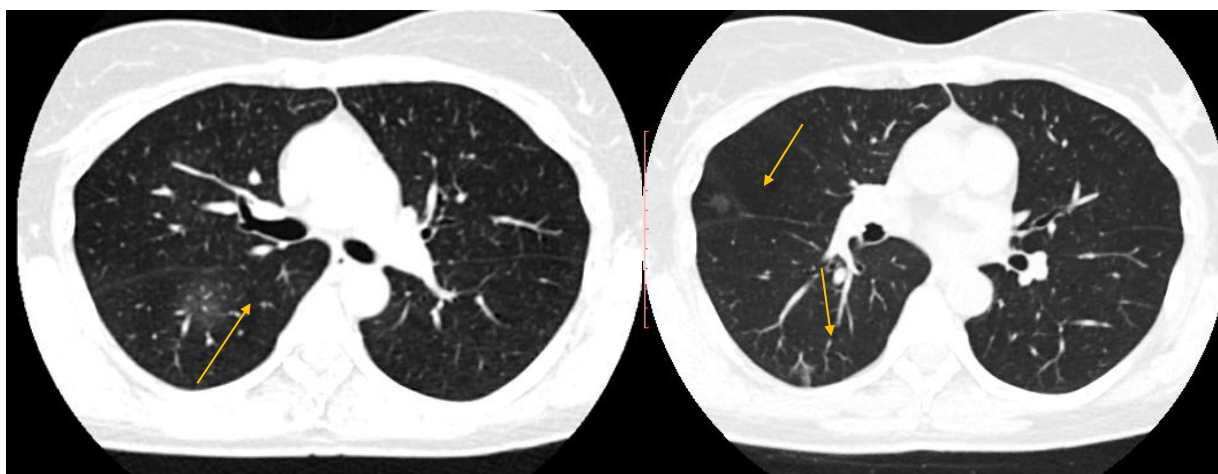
СКТ от 14.09.2018 г.
